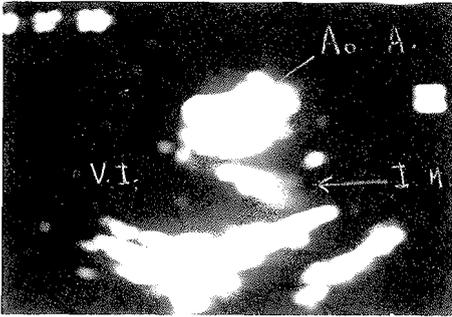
Eco Doppler color eje longitudinal. Muestra insuficiencia mitral mínima (fisiológica)
